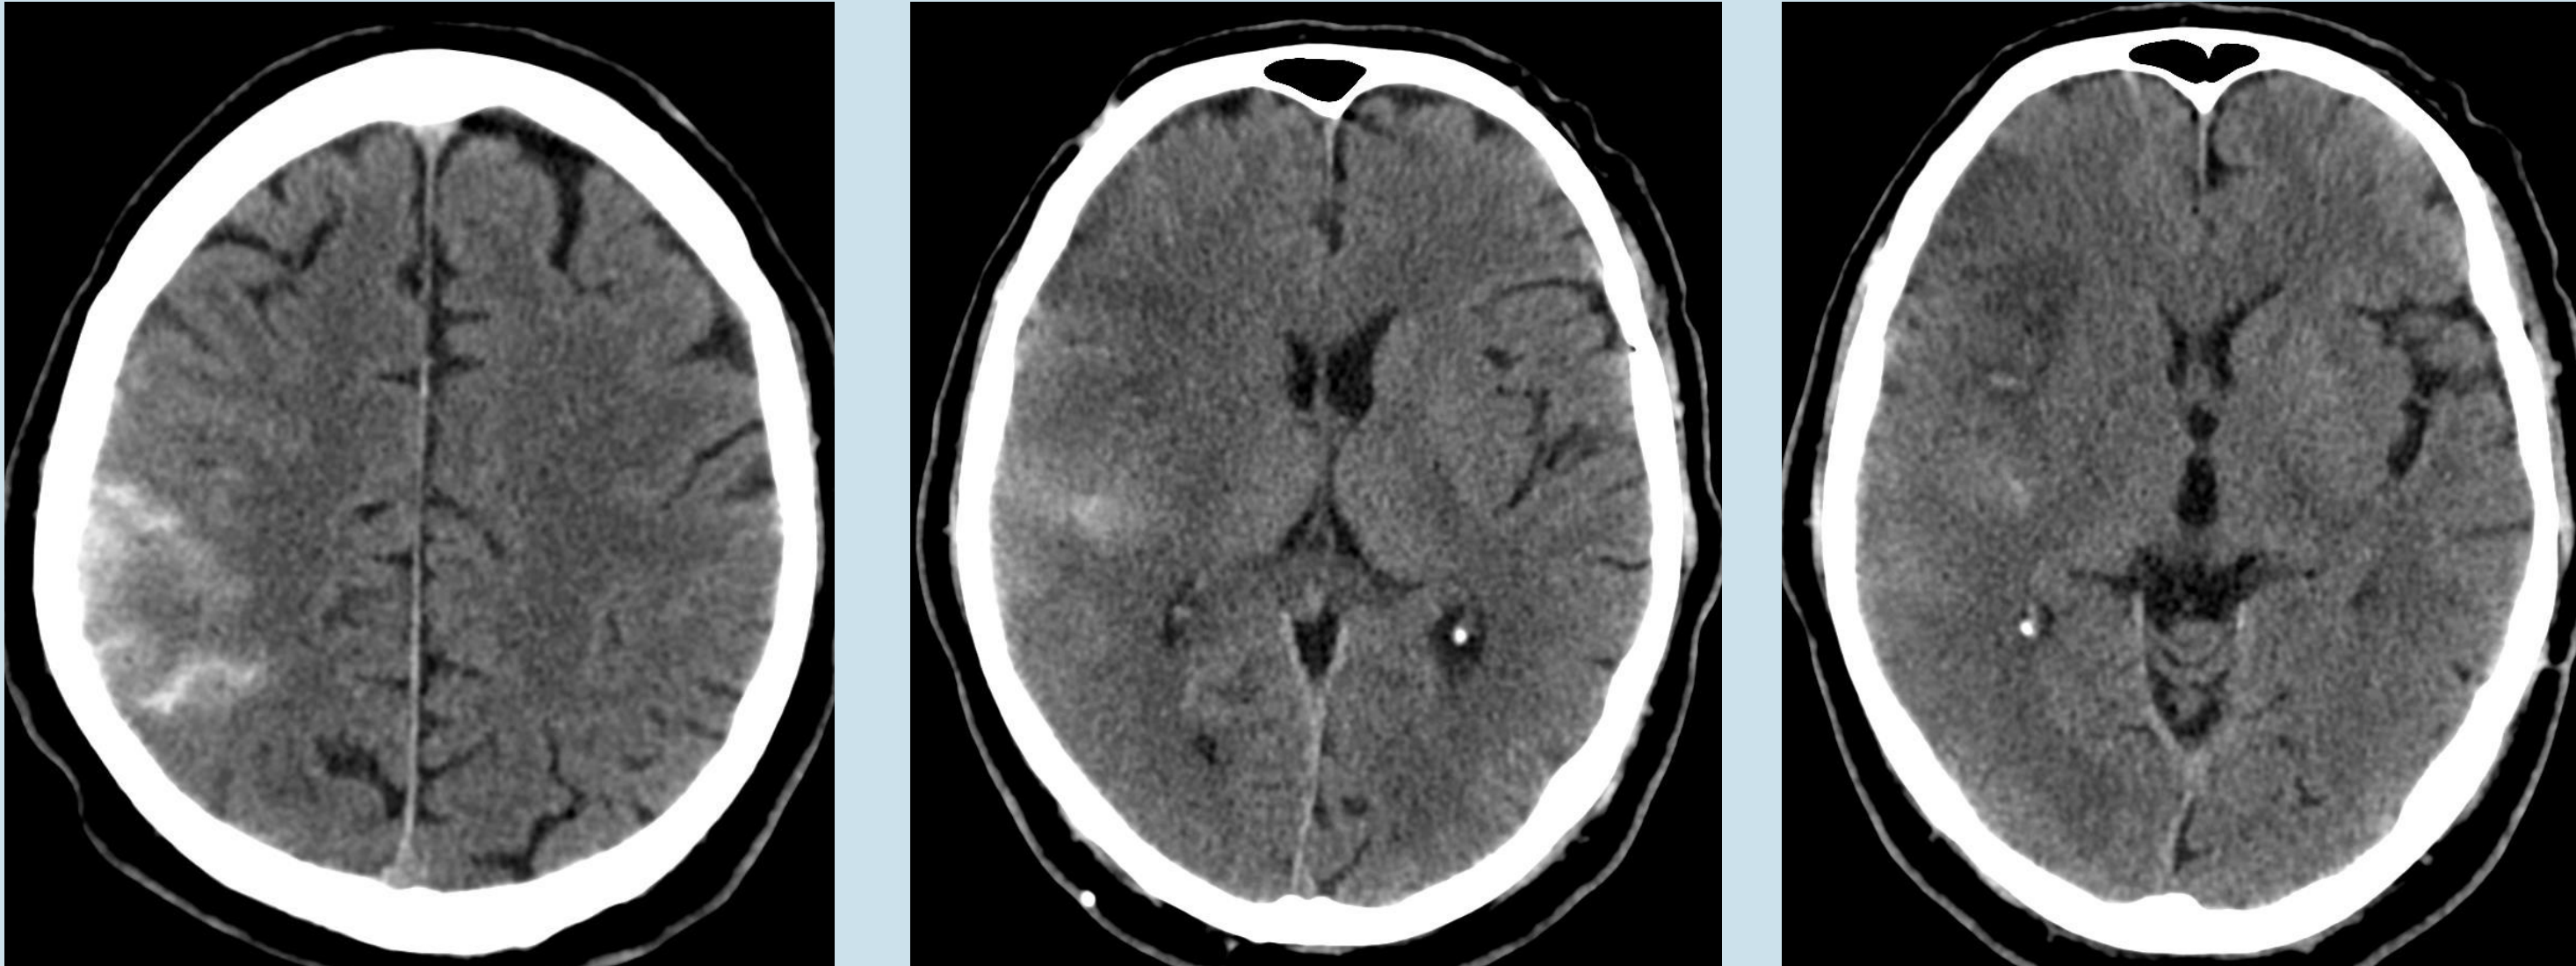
TC craneal de control a las 24 horas, mostrando ictus isquémico a nivel de ramas anteriores de ACM derecha con presencia de material hiperdenso en surcos parieto-temporales ipsilaterales, compatible con hemorragia subaracnoidea vs extravasación de contraste.
